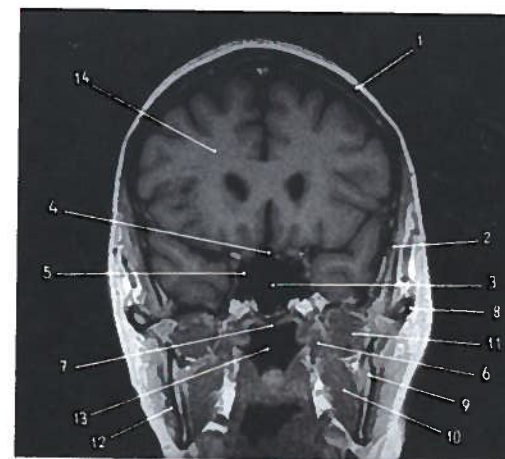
Corte coronal anteriormente à sela turca em RM
